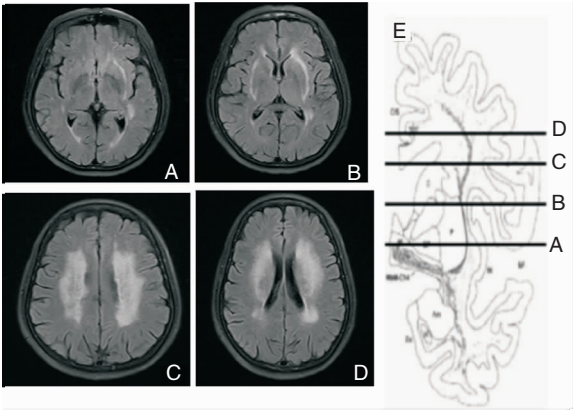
头颅 MRI 上 FLAIR 加权上 CHIPS 评分的参考层面及解剖面<sup>[10]</sup>
